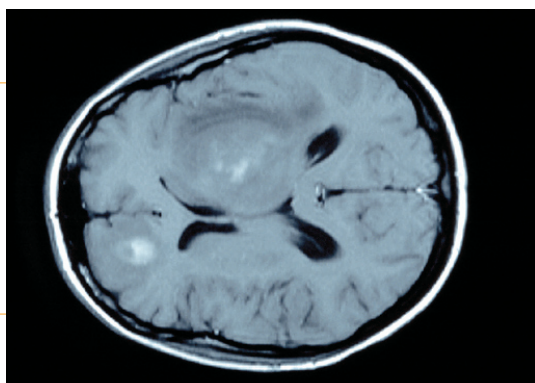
RMN de sistema nerviós central: limfoma primari
